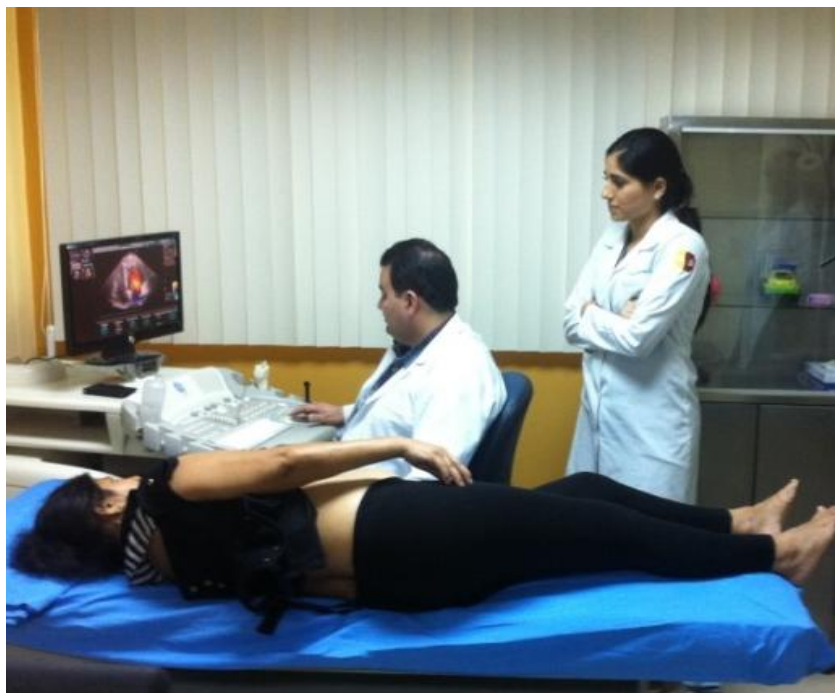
Evidencia fotogrfica de ecocardiogramas realizados a la poblaci3n de estudio en sus diferentes modalidades
